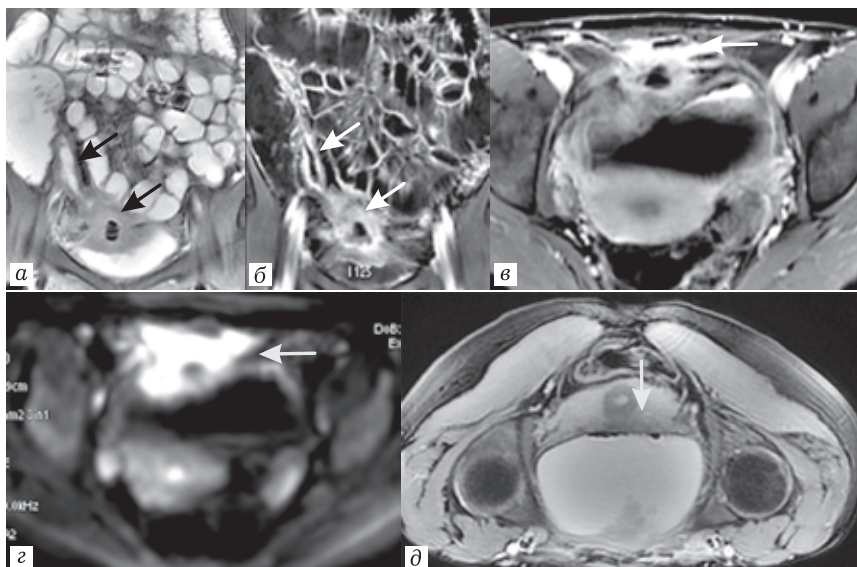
Пациентка С., 25 лет. Пенетрирующая форма болезни Крона. Инфильтрация стенок терминального отдела подвздошной кишки, инфильтрат с абсцедированием в илеовезикальной зоне на T2-ВИ (а); T1-FS+с (б); накоплением контрастного препарата инфильтратом (в), повышением интенсивности МР-сигнала на DWI (b1000) (г); пузырьки газа в мочевом пузыре являются косвенным признаком мочепузырной фистулы (д)
